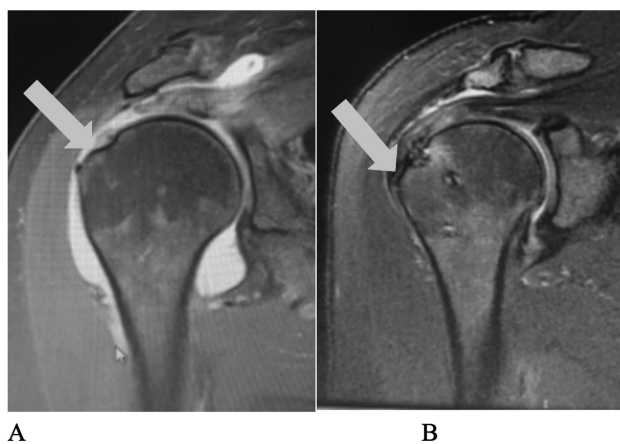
Cicatrização do tendão no osso. Imagens de ressonância magnética do ombro direito do paciente número 51; (A) imagem pré-operatória em coronal ponderada em T2, que mostra lesão tendinosa (seta vermelha); (B) imagem em coronal ponderada em T2, 18 meses após a cirurgia, que mostra cicatrização da lesão (seta vermelha).
